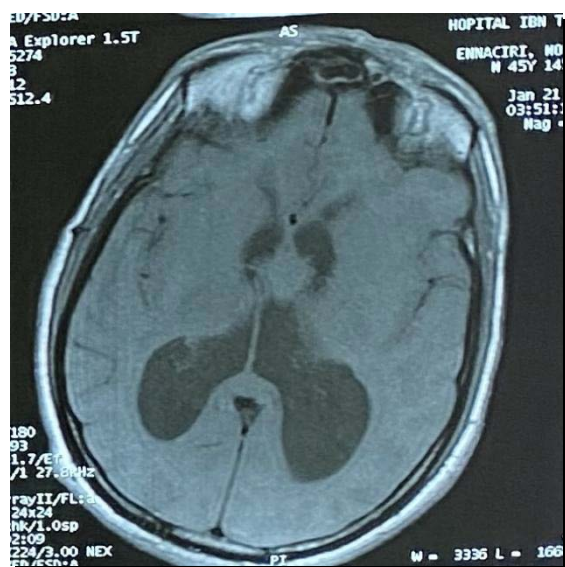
IRM cérébrale du patient numéro 2, coupe axiale qui montre une lésion en dedans du V3 en isosignal T1 avec dilatation biventriculaire .
